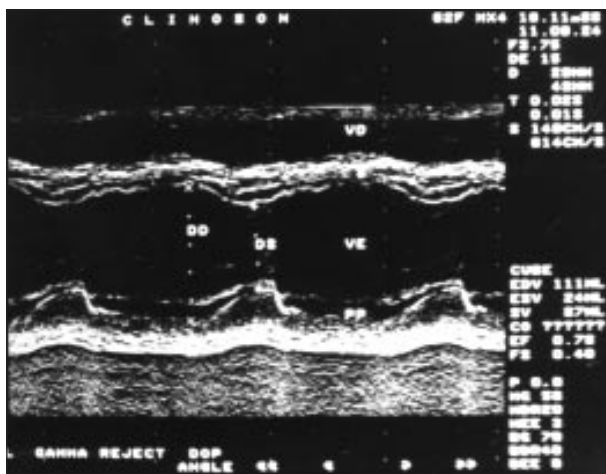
Ecocardiograma unidimensional utilizado para estudo da função ventricular esquerda. VD- ventrículo direito; VE- ventrículo esquerdo; DD- diâmetro diastólico do VE; DS- diâmetro sistólico do VE; PP- parede posterior do VE; S- septo interventricular.
